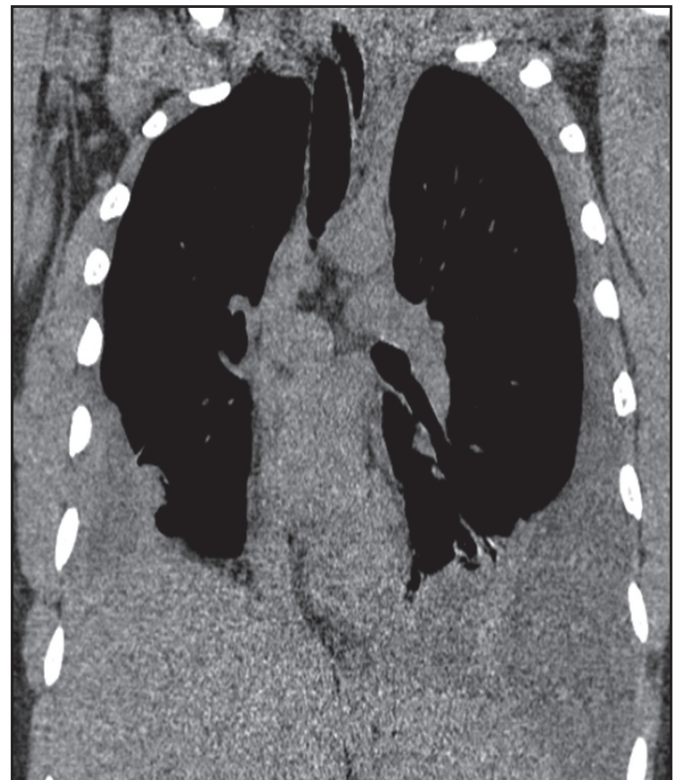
Tomografia computadorizada de tórax: derrame pleural bilateral.
